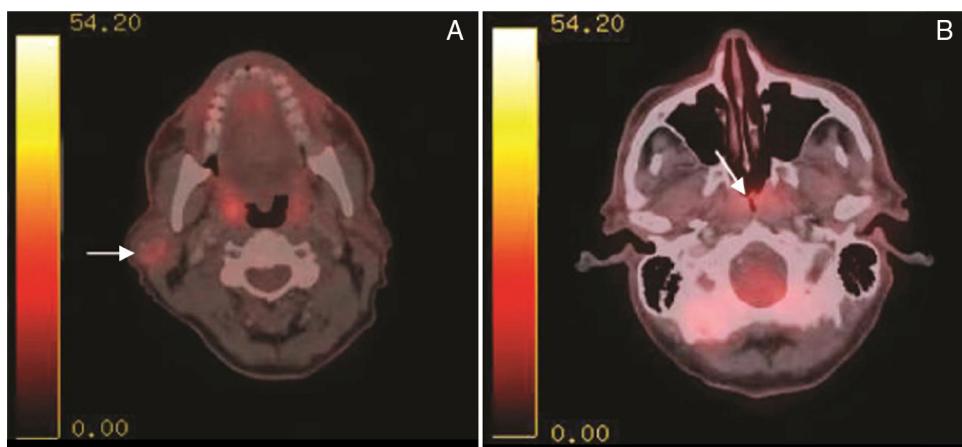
PET-TC com injeção intravenosa de Flúor-18 Fluordeoxiglicose (FDG-18F). A, seta branca - realce da tumor na glândula parótida direita. B, seta branca, realce nasofaríngeo.
